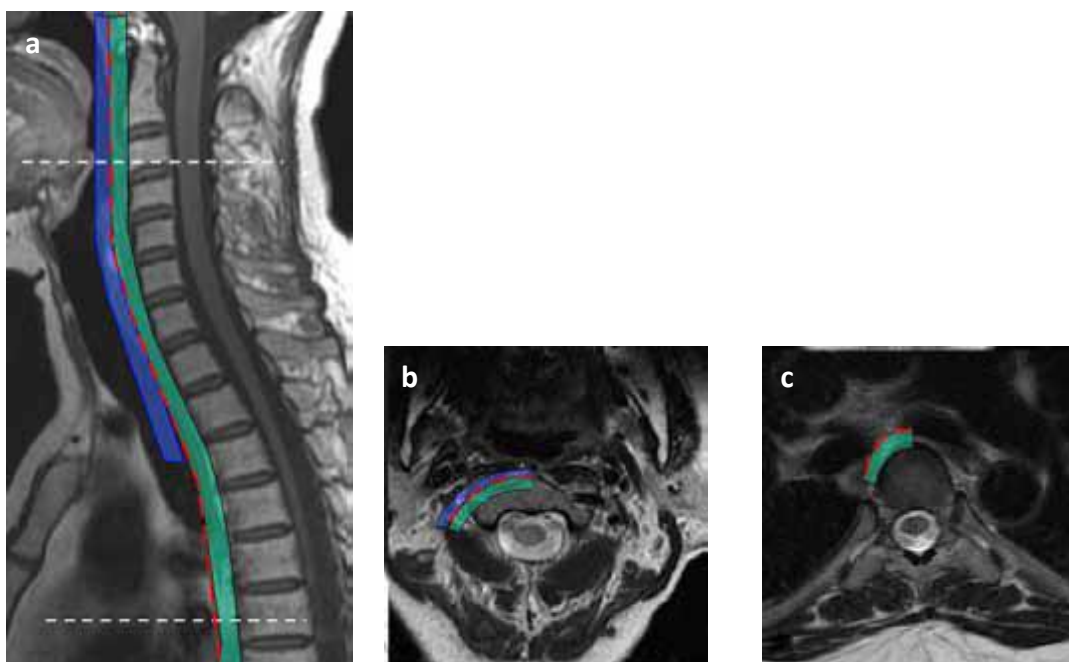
CT-Aufnahmen mit rechtsseitiger anatomischer Darstellung des „Danger-Space“ (rot), des Retropharyngealraumes (blau) und des Prävertebralraumes (grün) in einer (a) sagittalen und (b) axialen Ebene des Halses und (c) im Mediastinum (HEDGE et al. 2012, S. 306).
